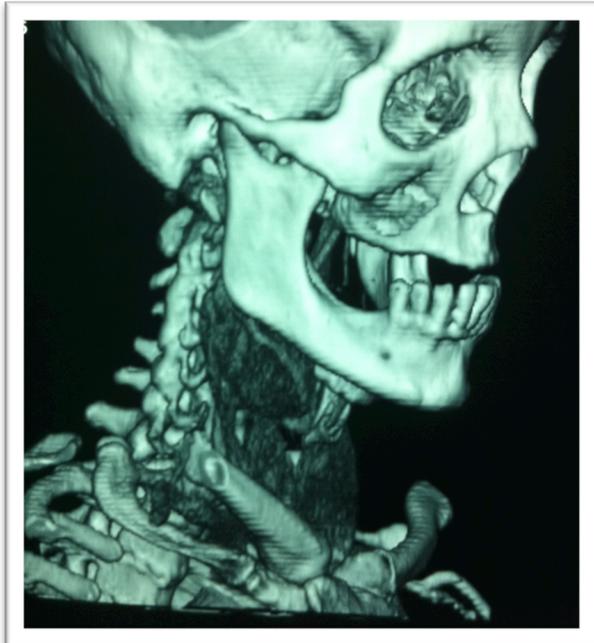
MESTRA LA IMAGEN DE UNA PACIENTE ATENDIDA EN EL HOSPITAL GENERAL 20 DE NOVIEMBRE CON RECONTRUCCION CON TAC E IMAGEN CLINICA.
